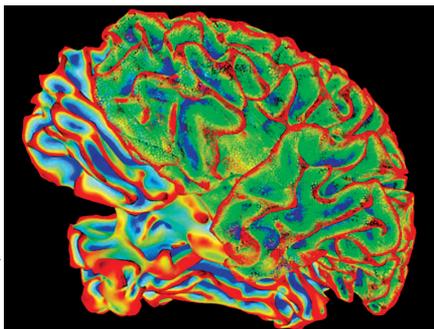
Imagem de um cérebro gerada por tomografia
